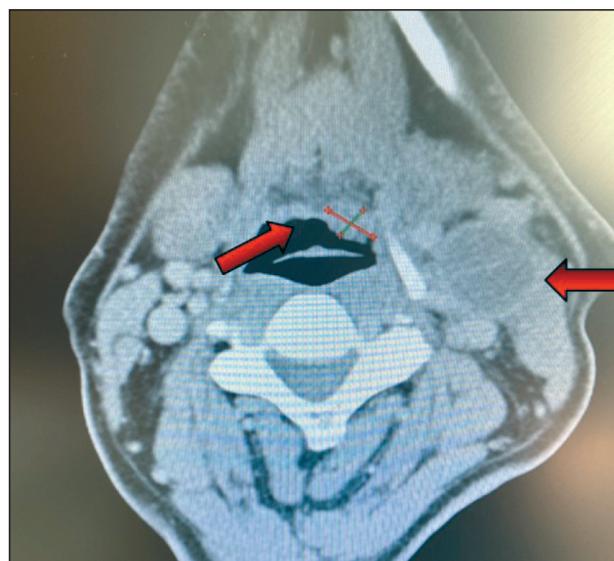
Компьютерная томография с внутривенным контрастированием. Аксиальная проекция. Слева на шее определяется кистозно измененный увеличенный лимфатический узел, размером до 3,5 см, сдавливающий внутреннюю яремную вену. В области корня языка имеется дополнительное образование, размером до 1,5 см, интенсивно накапливающее контраст. Примечание: изображение выполнено авторами
